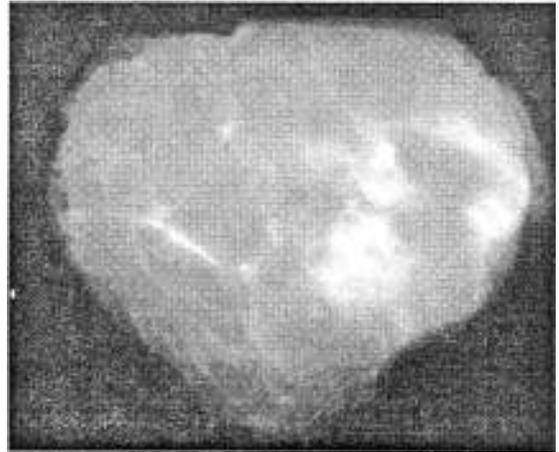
Radiografía de la pieza: resección económica y centrada por la lesión.
